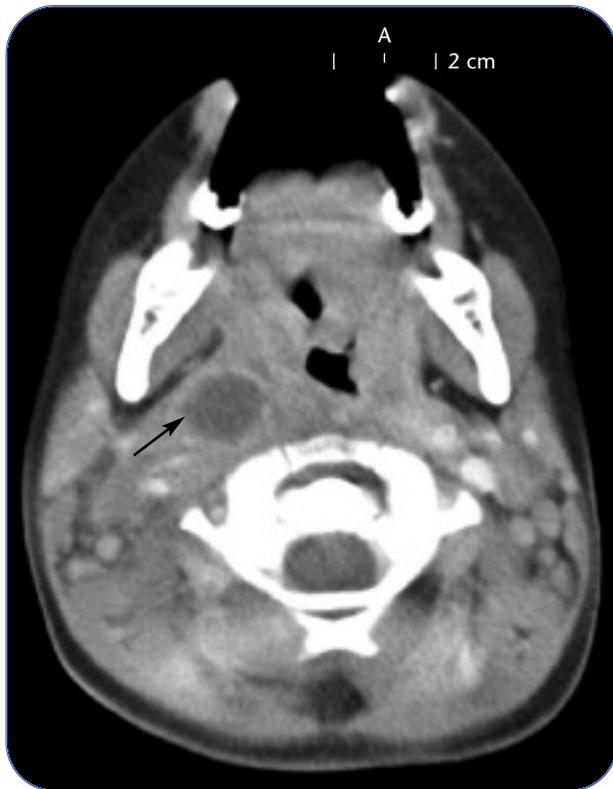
Immagine TAC del collo con contrasto in fase venosa (caso 2); la freccia indica l'ascesso para/retrofaringeo.
